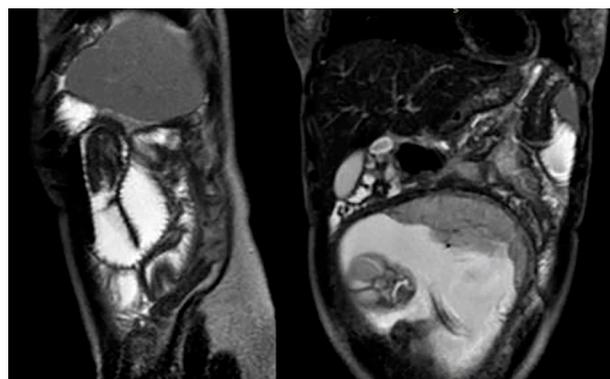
Магнитно-резонансная томограмма в сагиттальной и фронтальной плоскостях: в левом поддиафрагмальном пространстве, мезогастррии слева отмечается расширенная петля кишки с утолщенными стенками с просветом тонкой кишки в толще, сосудами и брыжейкой.
